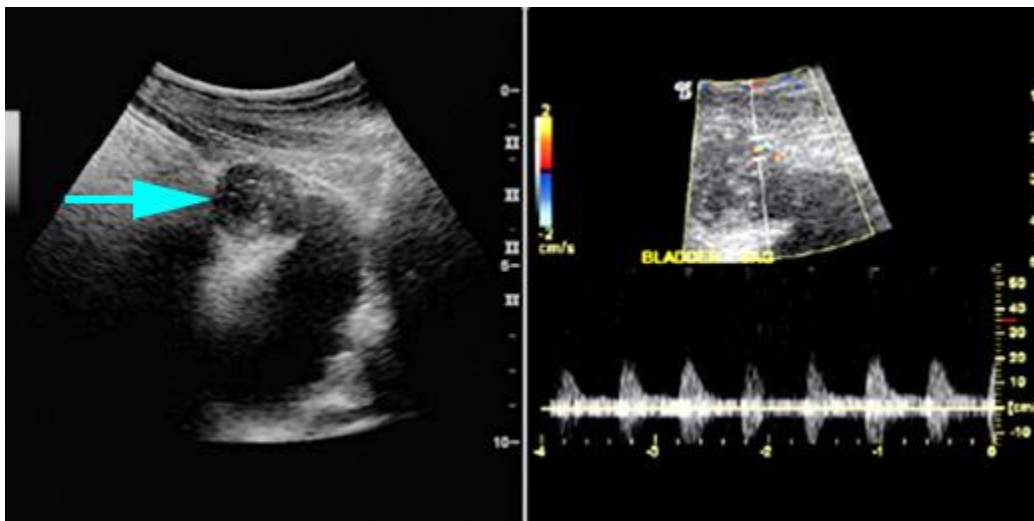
Imagen ecográfica de la vejiga en corte longitudinal muestra una masa compleja en cúpula, al Doppler espectral se objetiva vascularidad de la lesión.
